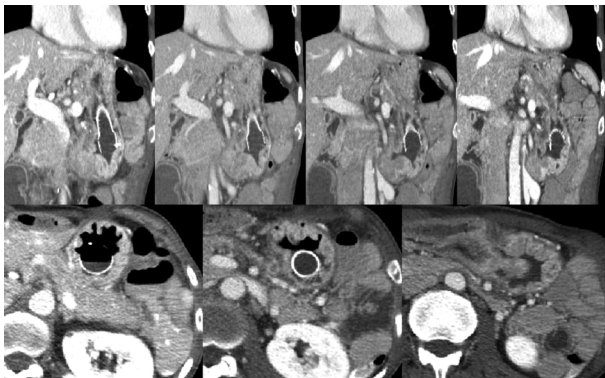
조영제 증강 복부 전산화 단층촬영(Abdomen computed tomography with contrast enhancement) 상 Stent migration, Colono-gastric anastomosis site stricture 관찰됨.
